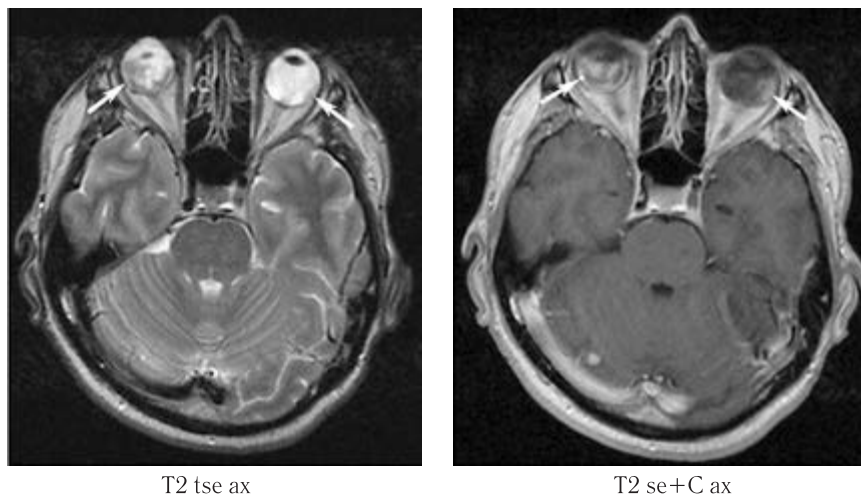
МРТ головного мозга от мая 2019 г. Ангиоматоз сетчатки
